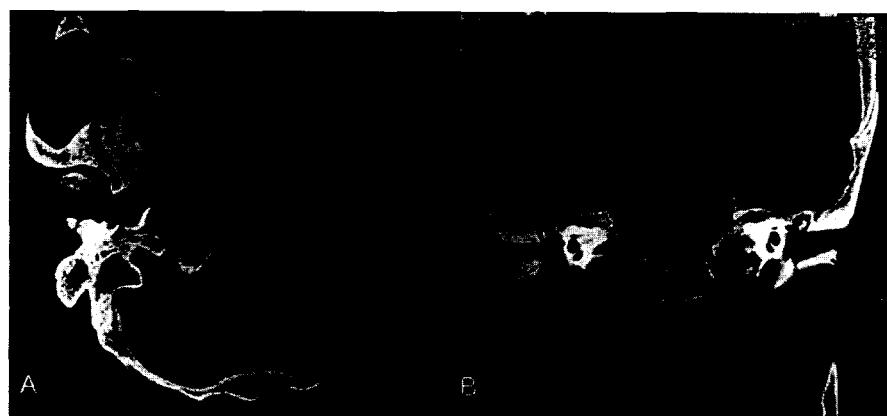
Temporal bone CT scan showing cortical destruction in right side of clivus and at the base of petrous portion of right temporal bone in axial (A) and coronal (B) views.
